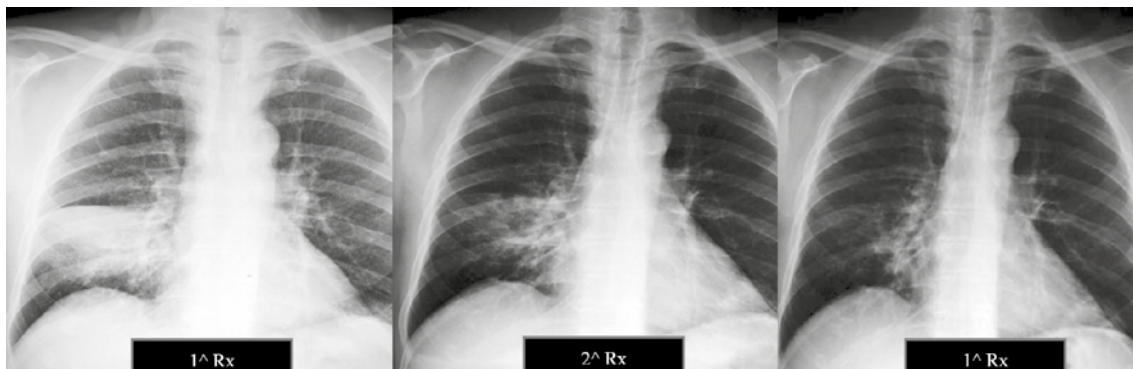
Polmonite ds da legionella in paziente di sesso maschile e di anni 65 (singolare è la similitudine con una polmonite da pneumococco). La prima radiografia è quella iniziale, la seconda e la terza sono state eseguite rispettivamente dopo due settimane e dopo tre settimane dalla prima.
